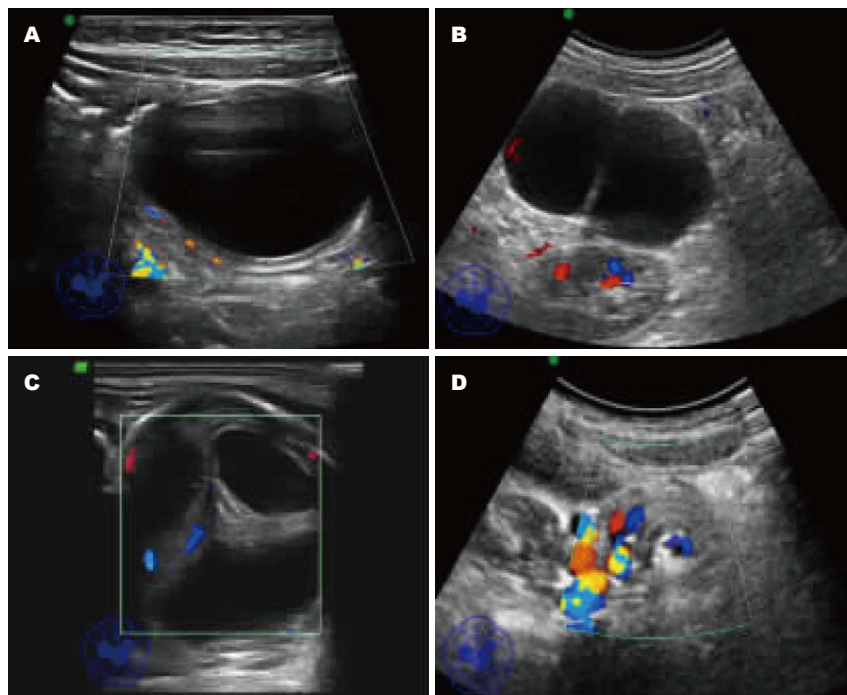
重复畸形患儿超声诊断。A: 囊性团块, 边界清晰; B: 薄壁囊性团块, 边界不清晰囊中大小不等, 直径为2-11 cm, <5 cm; C: 右侧胸腔内肠管样回声; D: 肠系膜血管走行。
